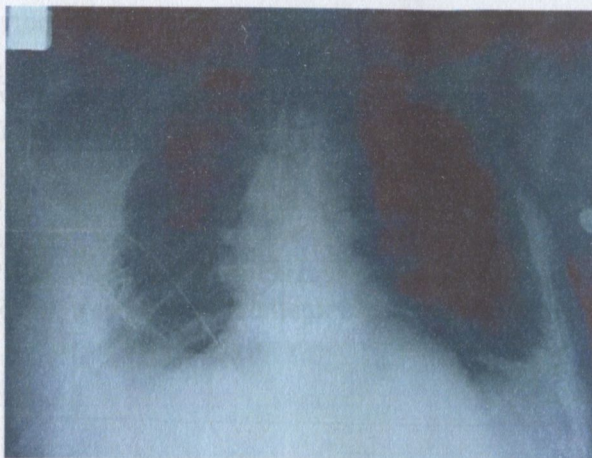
Рентгенограммы: А - левосторонний пневмоторакс, Б - левосторонний гемоторакс, В – подкожная эмфизема, Г – эмфизема средостения.
